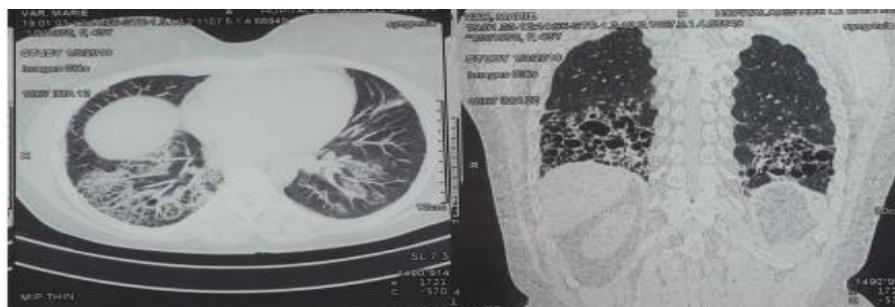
image tomographique de fibrose interstitielle lobaire inférieure bilatérale prédominante à droite réalisant un aspect de rayon de miel chez une patiente suivie pour une PR (atteinte pulmonaire est survenant 5 ans après le diagnostic de PR)
